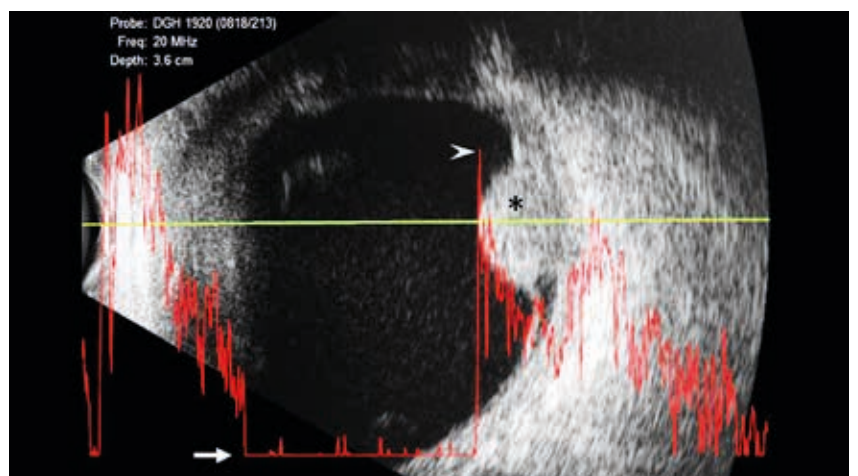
Ecografía en modos A y B de un globo ocular. La imagen en escala de grises es en modo B, y muestra un melanoma coroideo (*). La línea verde marca el recorrido del haz de ultrasonido cuyo eco se utiliza para trazar un gráfico en modo A, que es la línea roja. El humor vítreo es anecoico y casi no devuelve eco (flecha), mientras que el melanoma es hiperecogénico y devuelve un eco de elevada amplitud, que se atenúa según profundiza en la lesión (cabeza de flecha).
